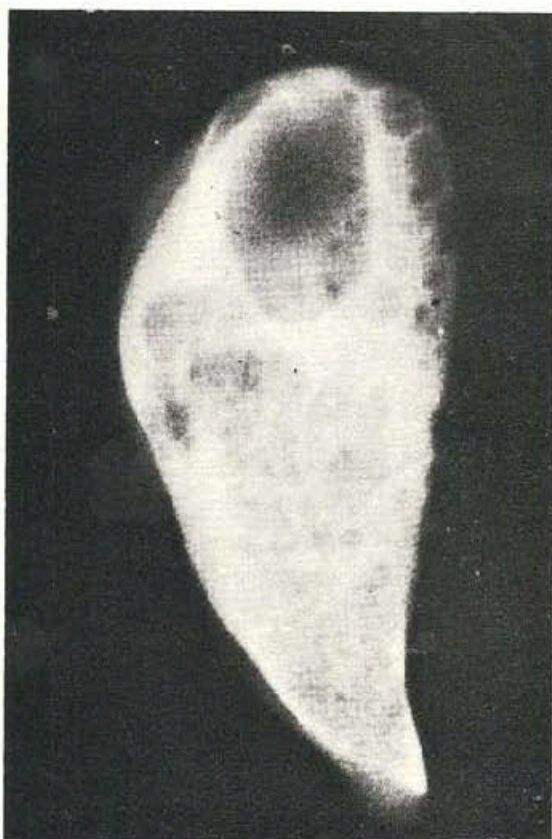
Radiografía lateral del lóbulo superior izquierdo del pulmón resecado.
